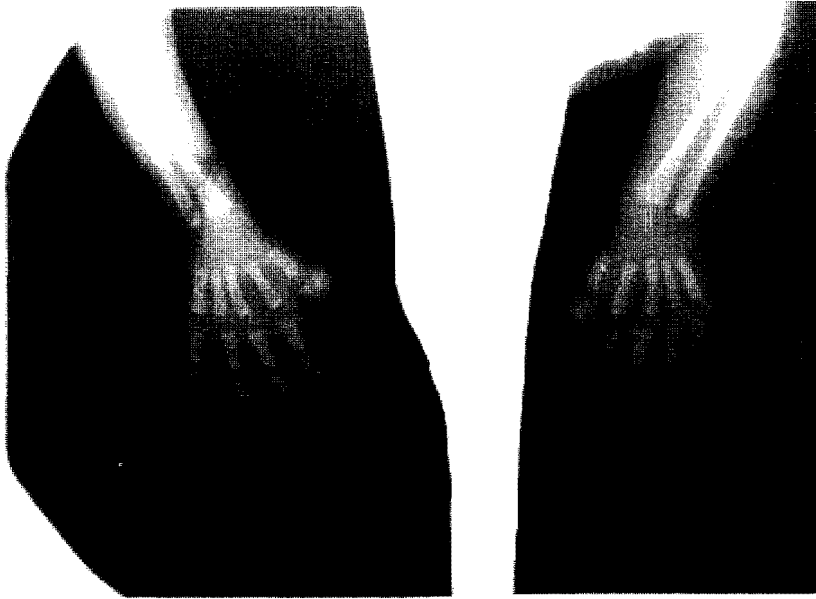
Radiografía de ambas manos
